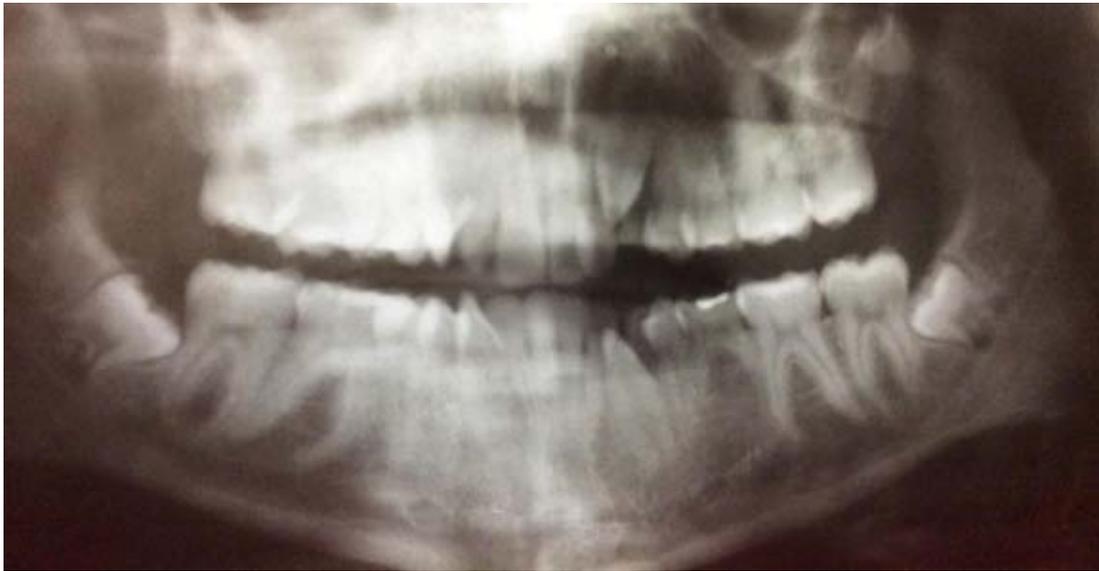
Ortopantomografía tomada a los 17 años, puede observarse el segundo molar inferior izquierdo de la primera dentición y la ausencia del germen del premolar. Fuente propia
